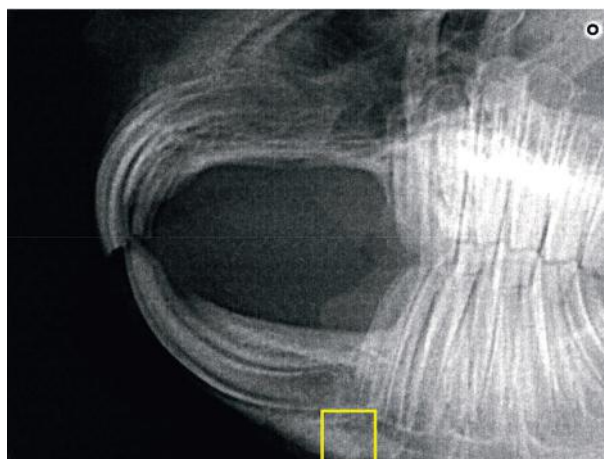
Radiograph of the rabbit lower jaw in the control group 70 days after injury and defect filling with OCP-N material. Lateral projection. The place of augmentation is highlighted in yellow.
